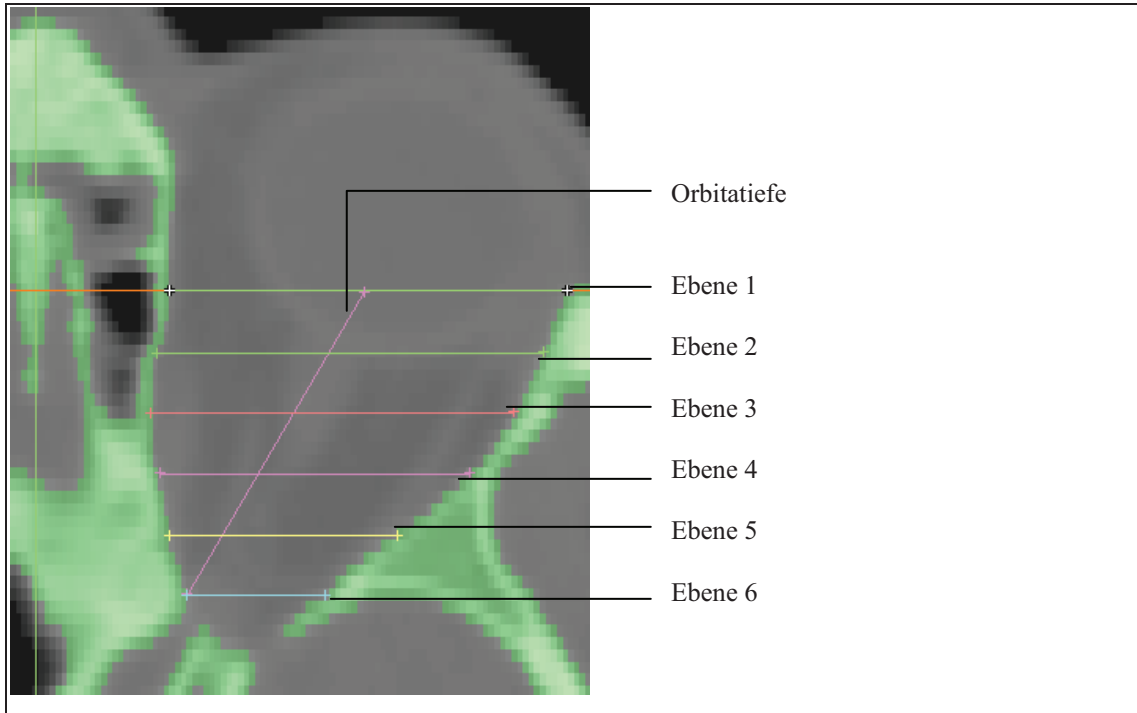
Unterteilung der Orbitatiefe in 5 gleiche Teile, entsprechend den Ebene 1-6 (axiale Schnittführung, zweidimensionales CT-Bild)
